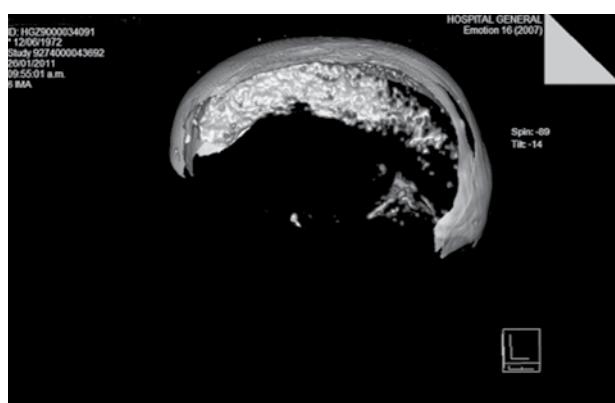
TAC: calcificación bilaminar de la hoz del cerebro.
